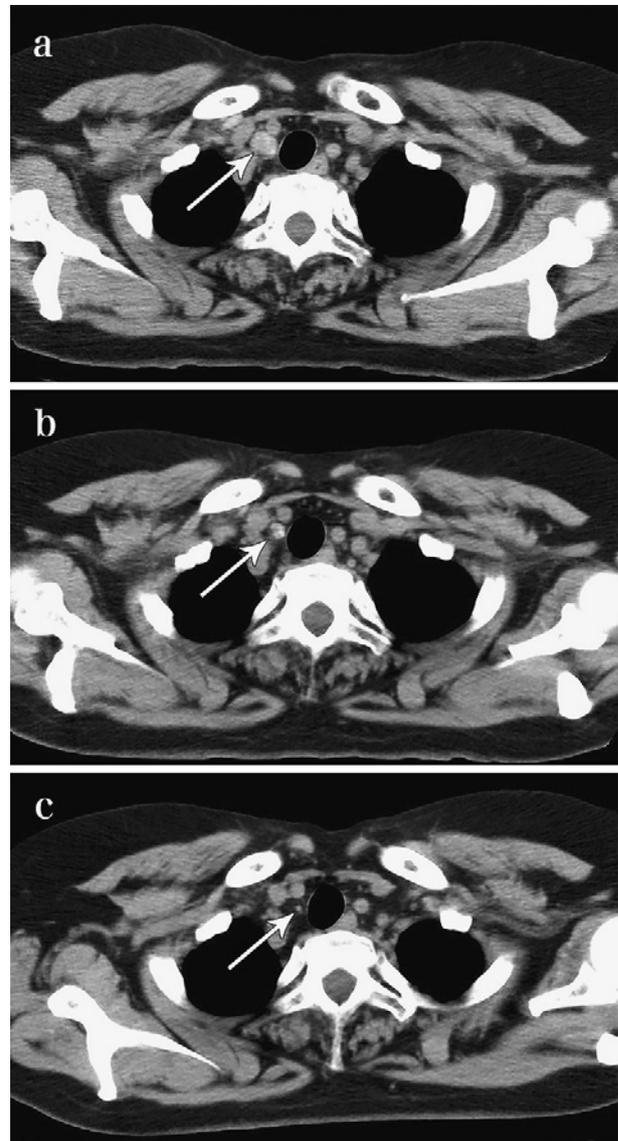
Chest computed tomography scans. Each arrow indicates a recurrent lymph node. (a) A representative CT image before treatment with crizotinib. (b) A representative CT image taken at day 13 after the treatment. (c) A representative CT image taken during desensitization therapy of crizotinib (day 35 after restarting the treatment with crizotinib).
